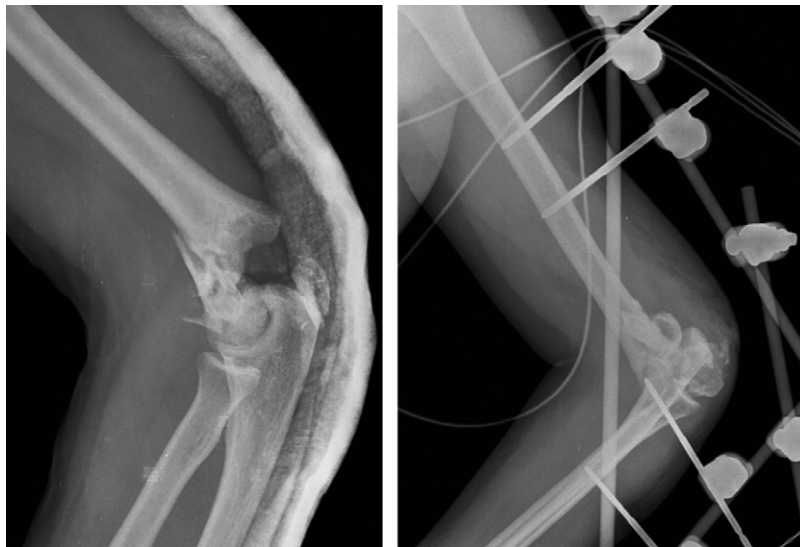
A la izquierda: radiografía inicial de la fractura supracondílea de codo; a la derecha: radiografía postoperatoria de la estabilización del codo mediante fijador externo.
